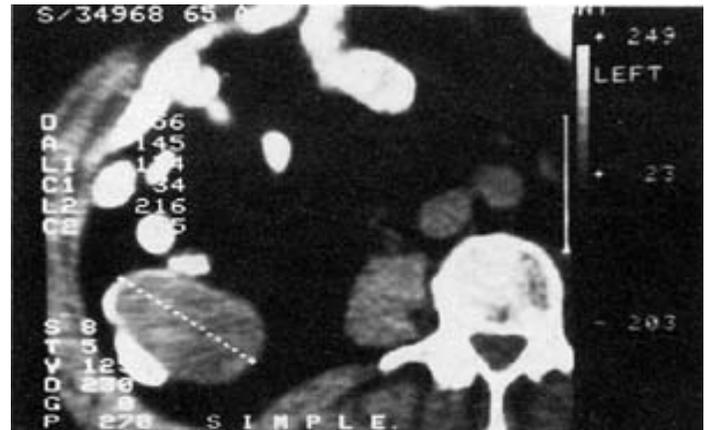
Tomografía axial computada del abdomen. Se identifica la presencia de una masa de carácter líquido y sólido dependiente del colon derecho, que se extendía hasta la región del ciego, observándose las estructuras adyacentes a la lesión de características normales.
